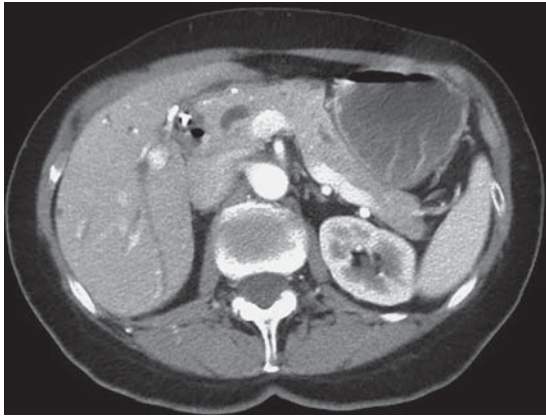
Компьютерная томограмма. Хронический осложненный панкреатит. Увеличение головки ПЖ, компрессия ДПК, панкреатическая и желчная гипертензия, кальциноз паренхимы, множественные псевдокисты ПЖ. Исследование перед операцией.
